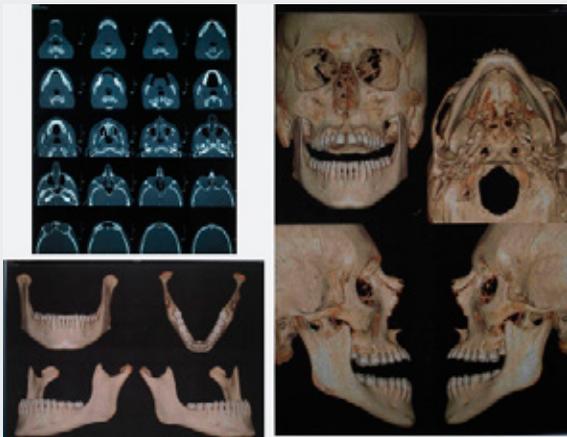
CBCT: CONE BEAUN COMPUTED TOMOGRAFY INICIAL.
